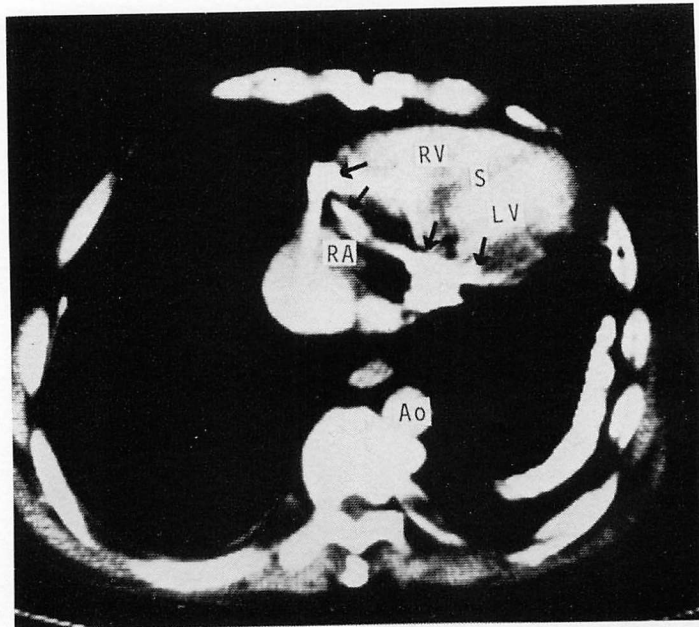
Computed tomogram of a patient with constrictive pericarditis.
